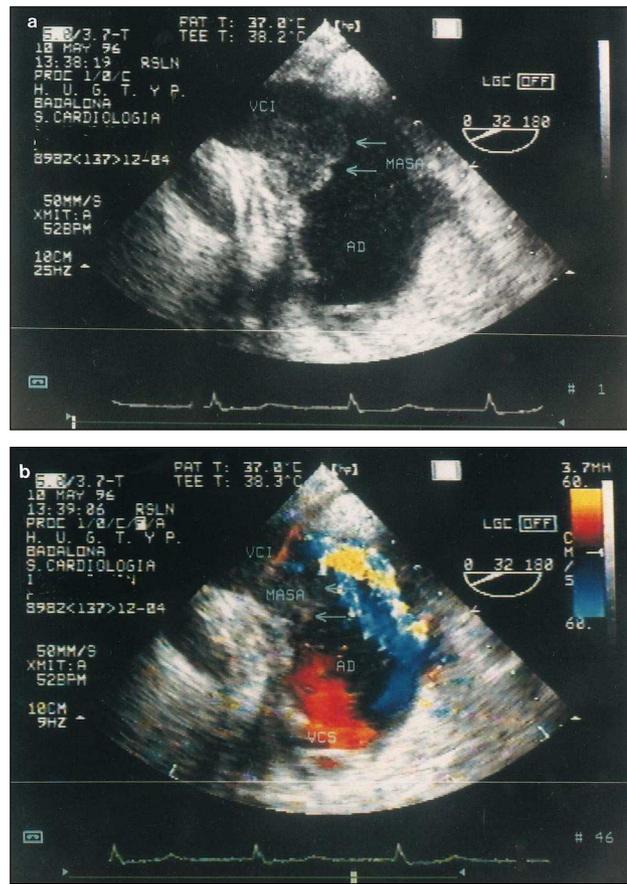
Ecocardiograma transesofágico de un paciente diagnosticado de sida afectado de linfoma de Hodgkin con afectación cardíaca; A: masa tumoral en la desembocadura de la vena cava inferior en la aurícula derecha; B: con Doppler-color se observa un flujo turbulento (mosaico) en la vena cava inferior hacia la aurícula derecha y un flujo laminar (rojo) en la vena cava superior hacia la aurícula derecha; AD: aurícula derecha; VCI: vena cava inferior; VCS: vena cava superior.
